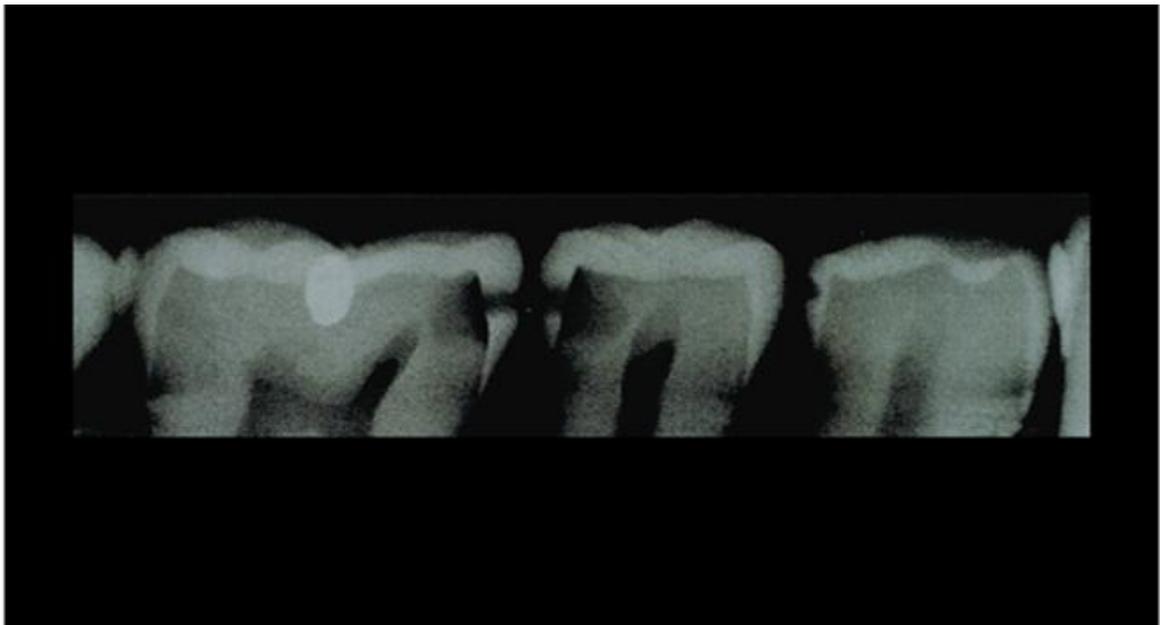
image radiographique avec deux caries proximale
